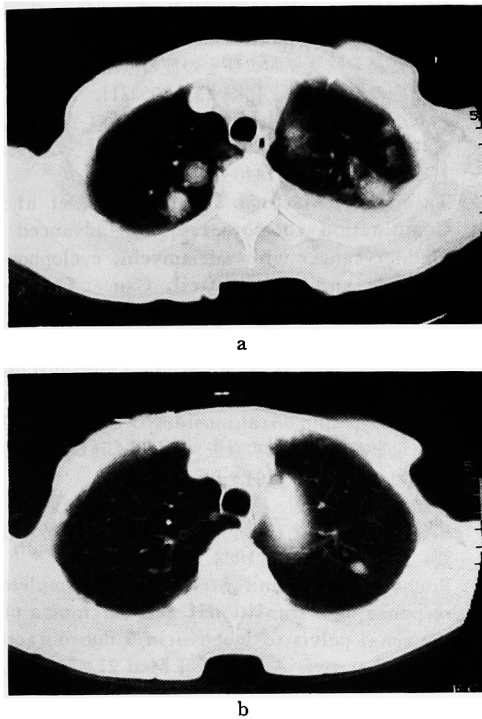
The effects of the chemotherapy in pulmonary metastasis (a) plain CT scan, pre-treatment (b) plain CT scan, 8 weeks after treatment.
